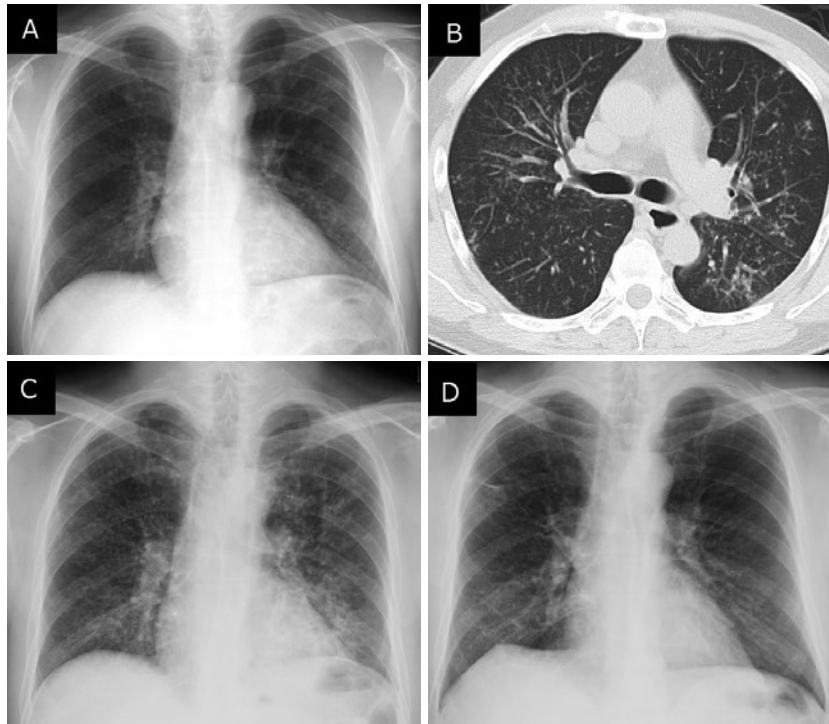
画像所見. (A) 初診時胸部単純X線写真. 左肺優位に粒状影を認める. (B) 初診時胸部CT. びまん性の小葉中心性粒状影, tree-in-bud appearance, および気管支壁の肥厚を認め, 末梢肺の過膨張は認めない. (C) 6ヶ月後胸部単純X線写真. 陰影の増悪を認める. (D) 診断1年後胸部単純X線写真. 断酒により陰影は著明に改善している.
